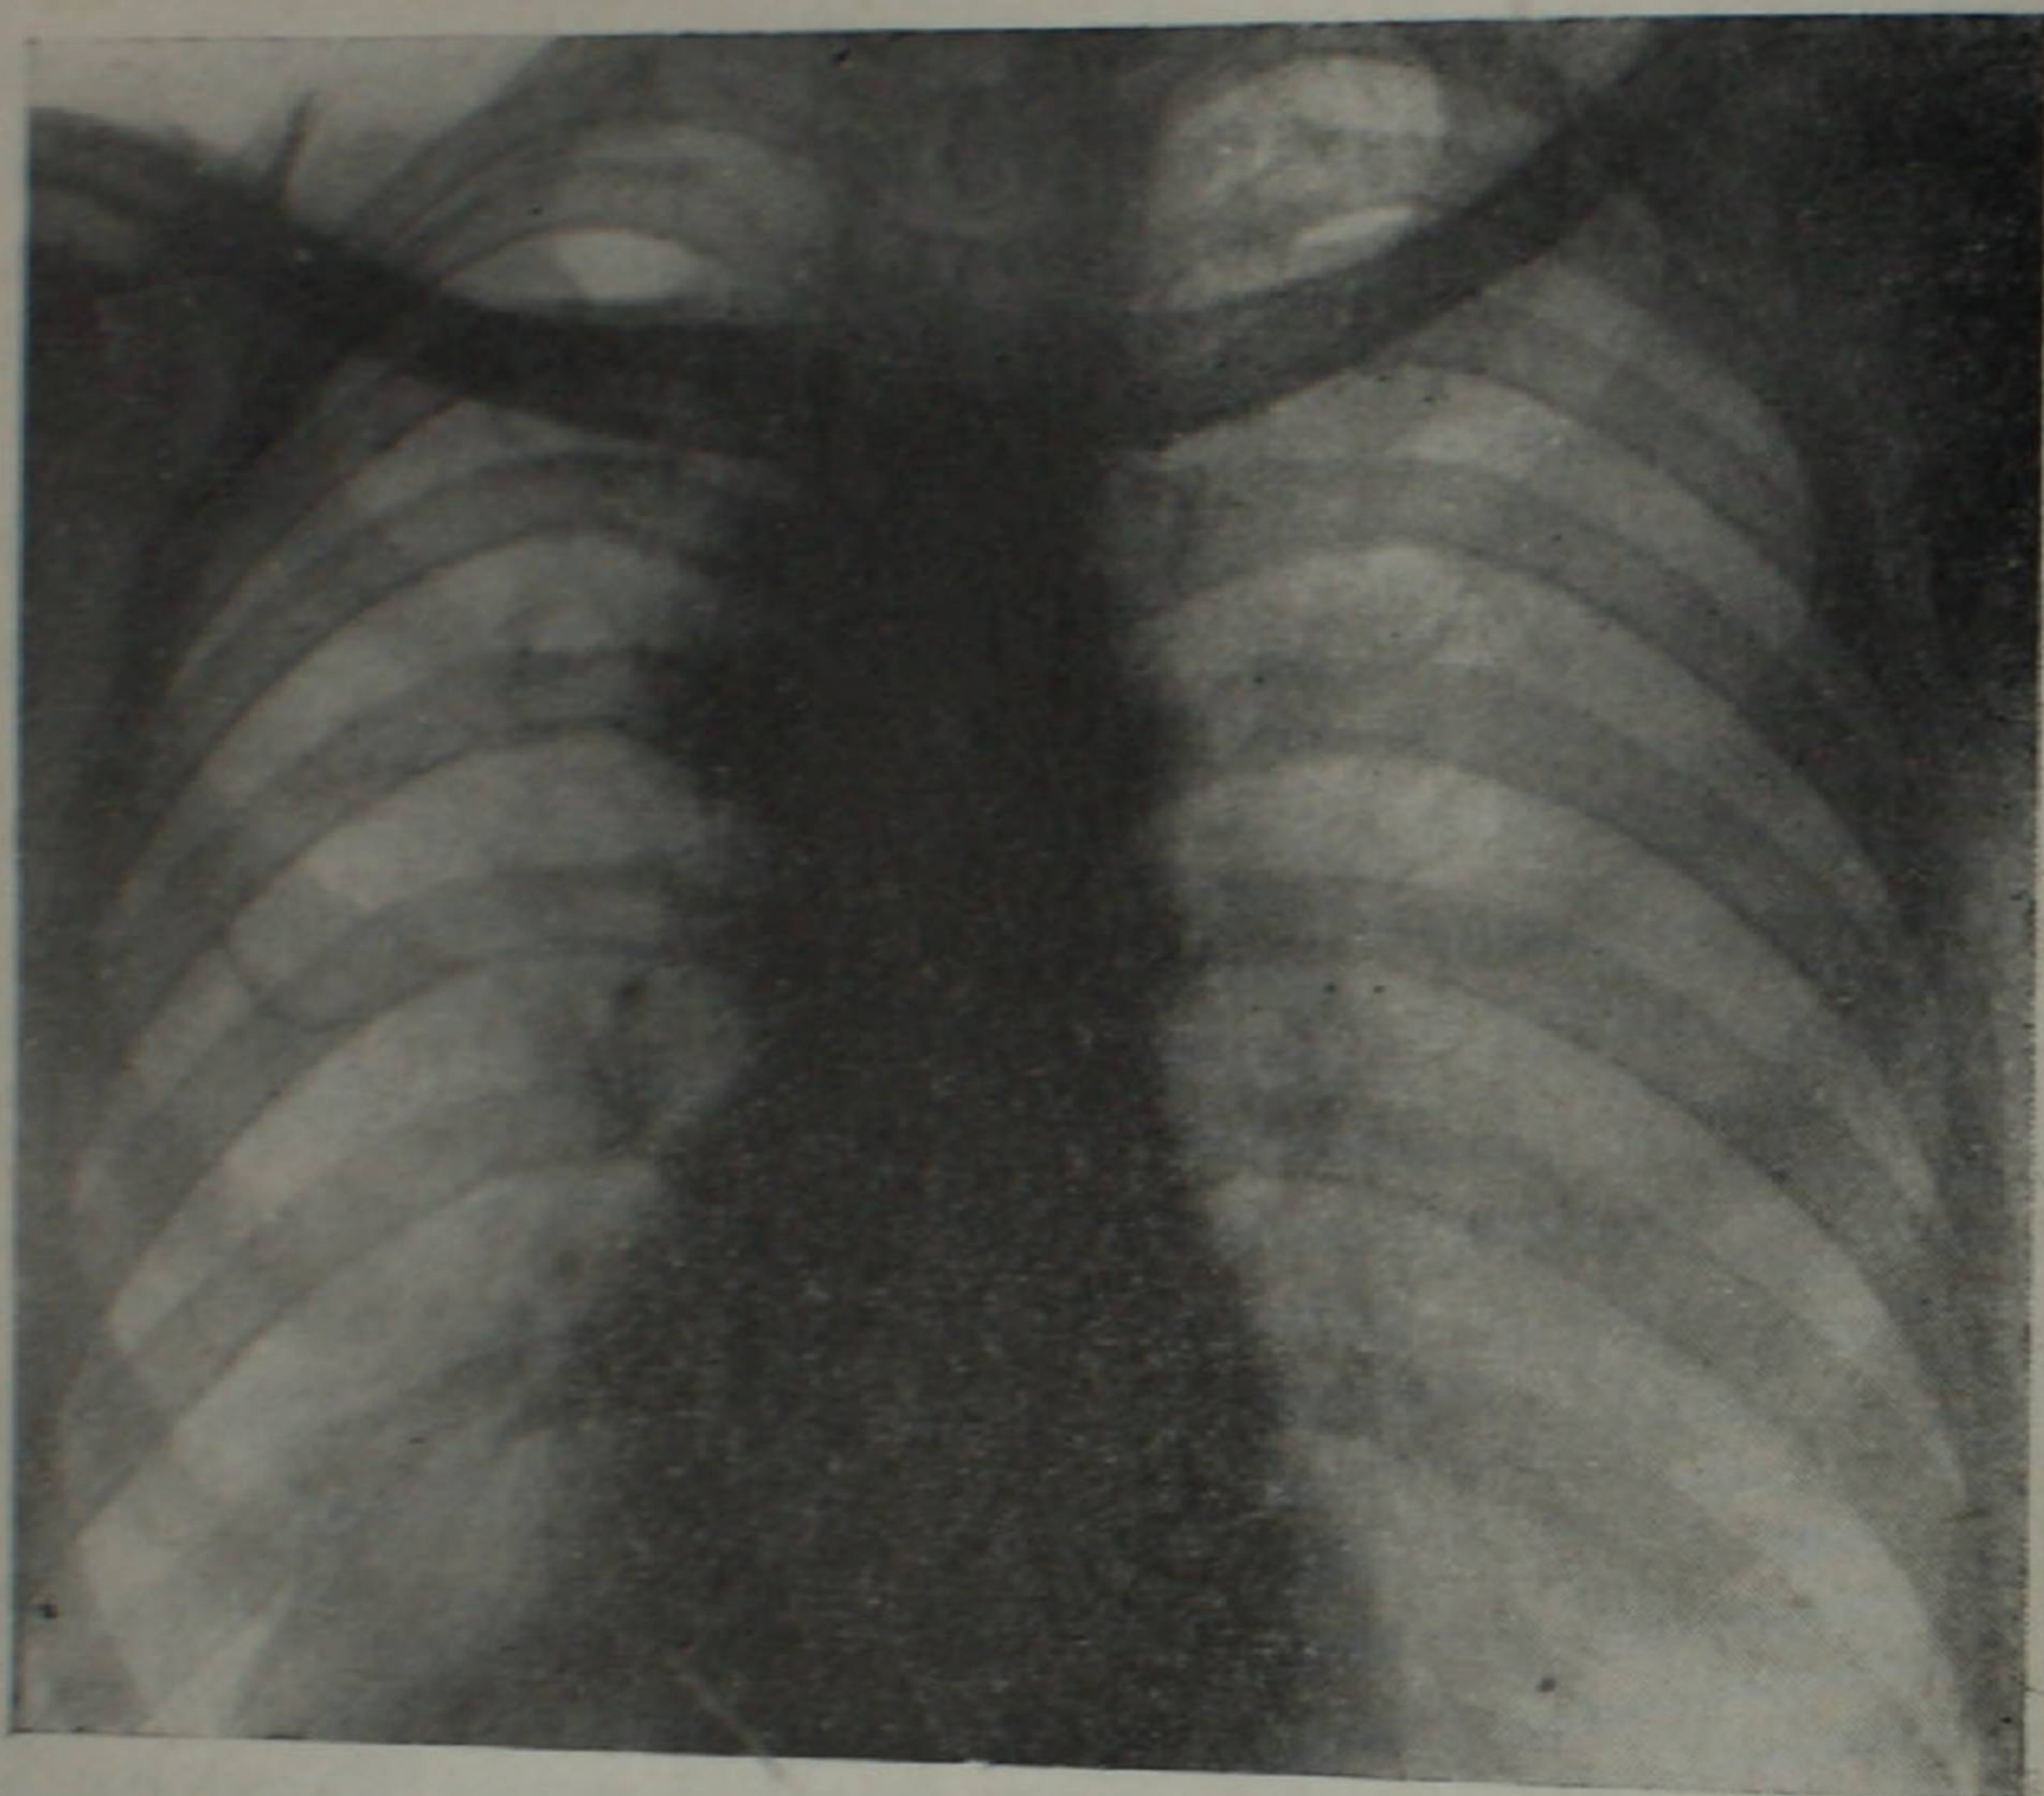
Рентгенограмма легких больного К. А. после операции. Видны танталовые скрепки.
